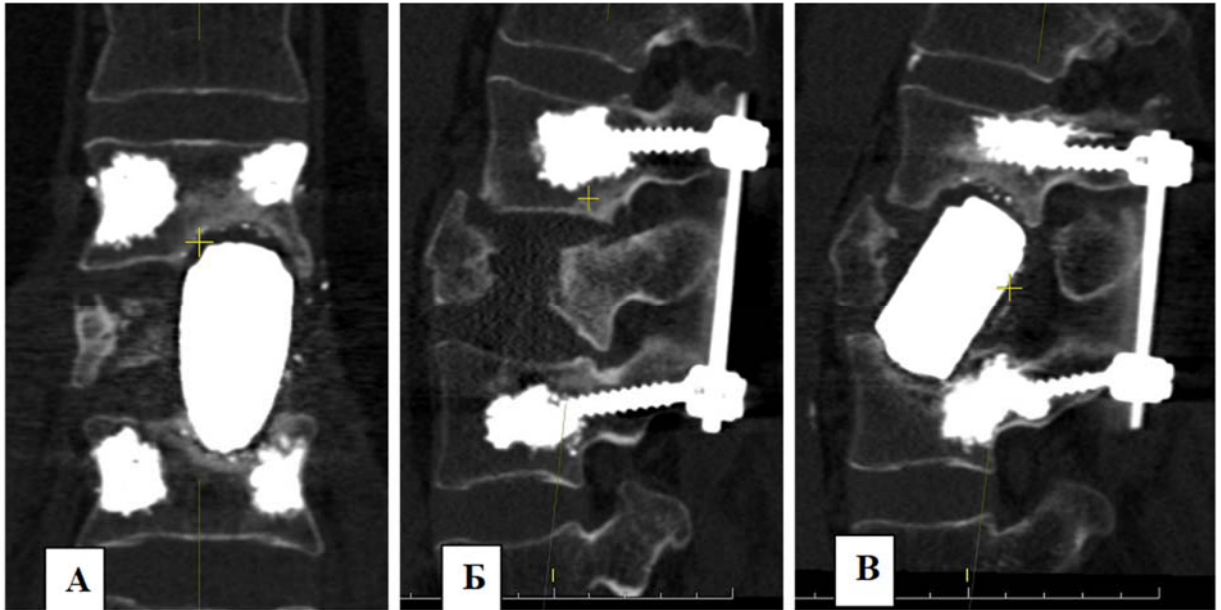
Результаты КТ перед выполнением ревизионного вмешательства: КТ во фронтальной проекции (А), в косой проекции по траектории винтов (Б, В)
